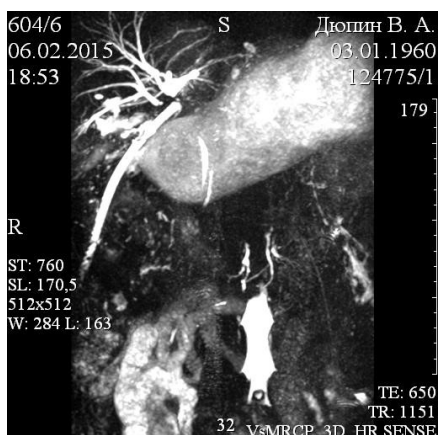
МРТ-холангиография. Больной Д., 45 лет. Пересечение общего печеночного протока по уровню конfluence. Общий печеночный проток отсутствует на протяжении 35 мм. Контрольный дренаж в подпеченочном пространстве. Скоплений жидкости в брюшной полости не найдено
